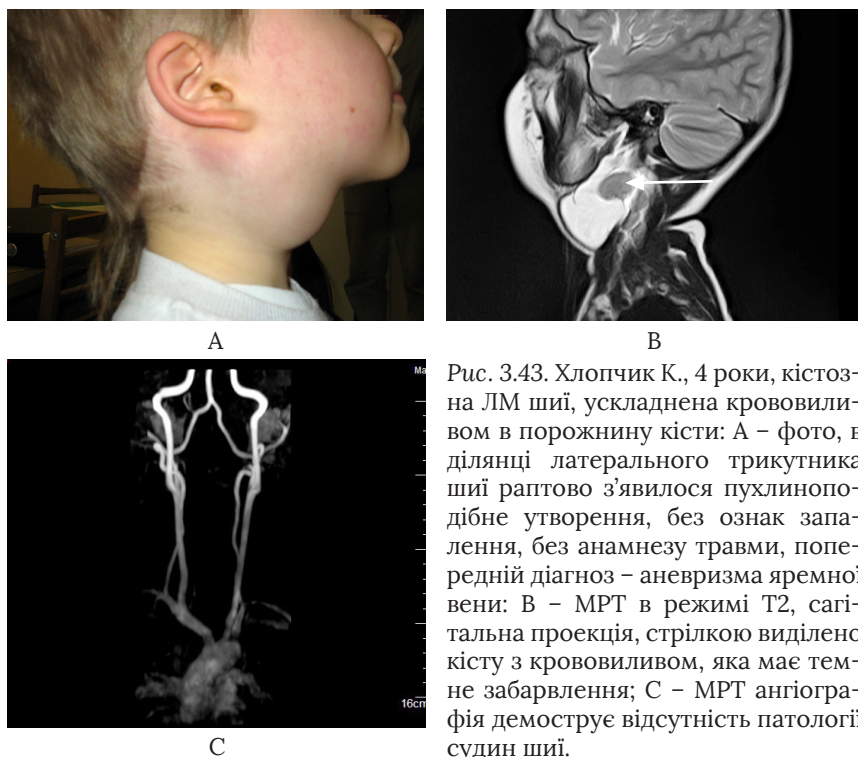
Хлопчик К., 4 роки, кістозна ЛМ шії, ускладнена крововиливом в порожнину кісти: А – фото, в ділянці латерального трикутника шії раптово з'явилося пухлиноподібне утворення, без ознак запалення, без анамнезу травми, попередній діагноз – аневризма яремної вени; В – МРТ в режимі T2, сагітальна проекція, стрілкою виділено кісту з крововиливом, яка має темне забарвлення; С – МРТ ангиографія демонструє відсутність патології судин шії.
